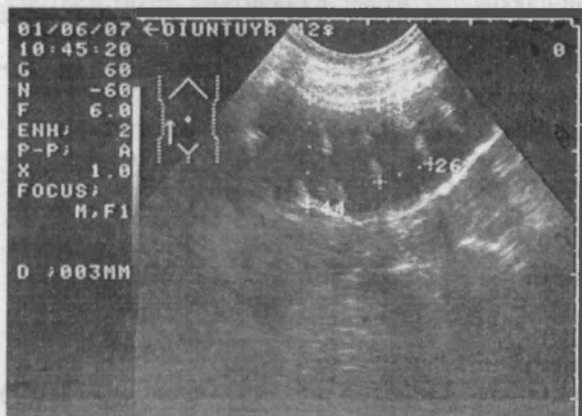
Визуализируется 42 летней женщины восходящая часть толстой кишки с диаметром 44 мм, межгаустральной дистанцией – 26 мм и толщиной стенки – 3 мм (УЗИ сделано конвексным датчиком 3.5МГц)
